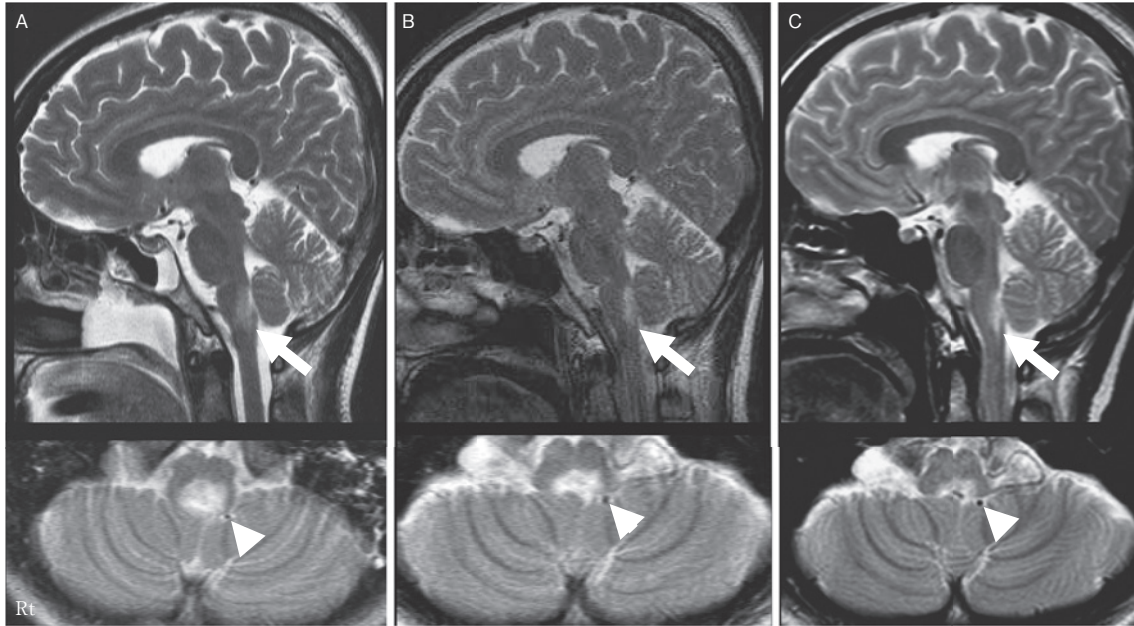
Brain MRI (T₂ weighted image) (T₂WI) (sagittal and axial): (A) and (B) 1.0T; TR 4,290 ms, TE 93 ms. (C) 1.5T; TR 3,919 ms, TE 90 ms.
